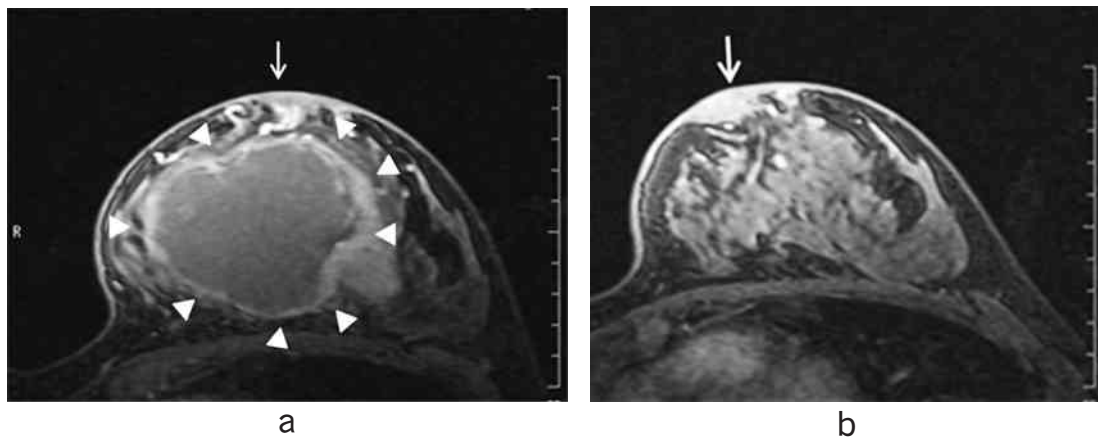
乳腺 MRI 検査所見 (a:初診時, b:術前化学療法後)
